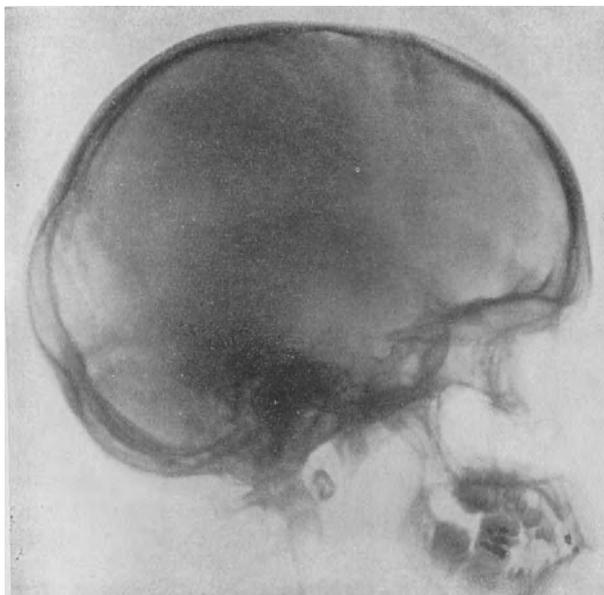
Röntgenbild des Schädels mit Sella bei SIMMONDSSchem Syndrom.
